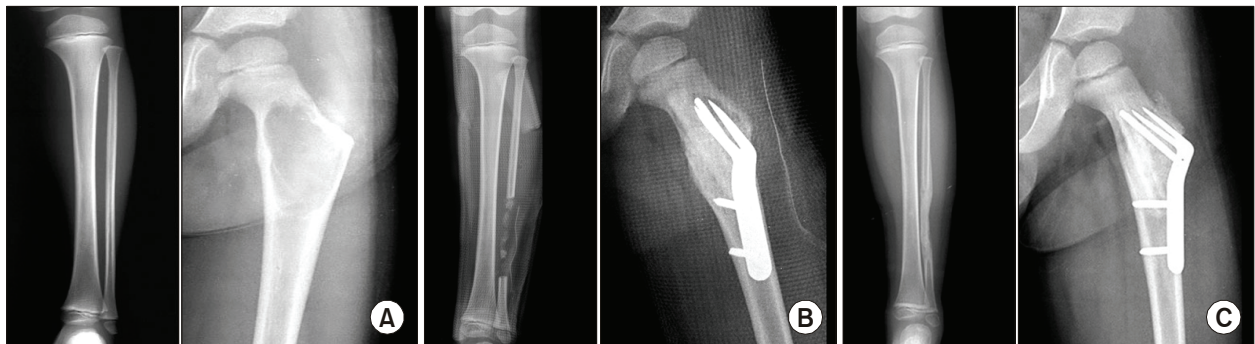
(A) Preoperative radiograph of a 6-year-old boy show a simple bone cyst on the proximal femur. (B) Immediate postoperative radiograph show a bone defect of the primary disease filled with fibula. A new defect of donated fibular was filled with an allochip graft and repaired using a periosteal preservation technique. (C) After 3 months, the primary disease was healed and the fibular had completely regenerated.
